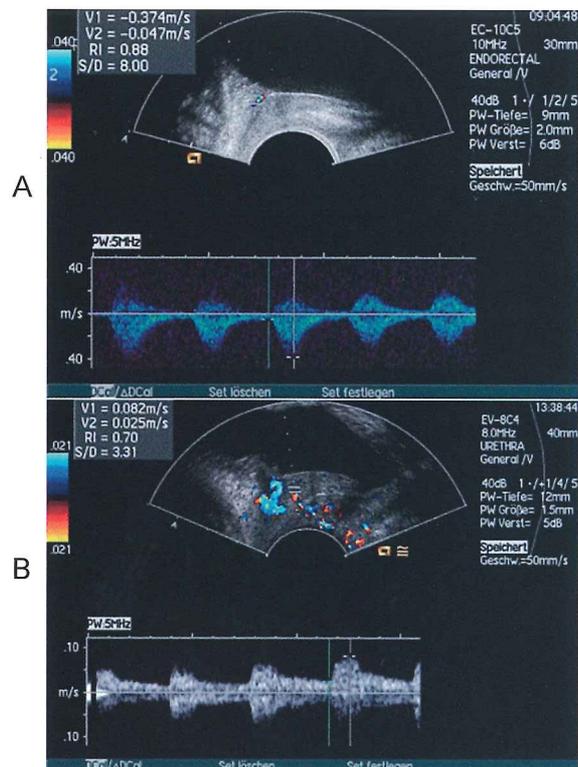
経膈超音波による膀胱血流。高齢女性 (A) における膀胱血流と比較し、若年健康女性 (B) では膀胱血流が良好に描出される (文献7より引用)
